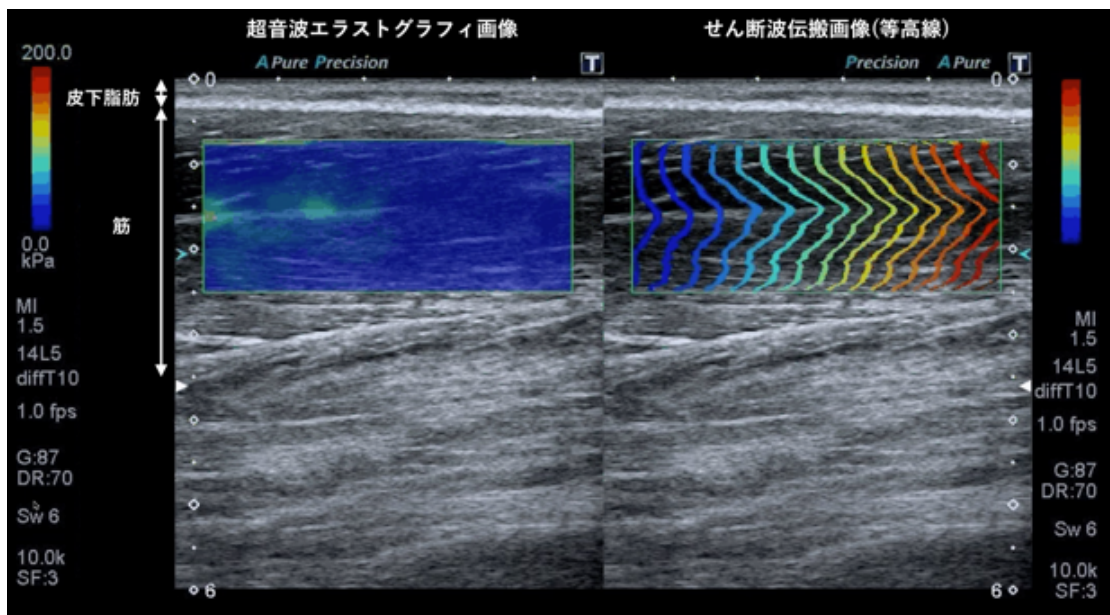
超音波エラストグラフィ画像(左)とせん断波の伝搬をイメージ化した画像(右)
